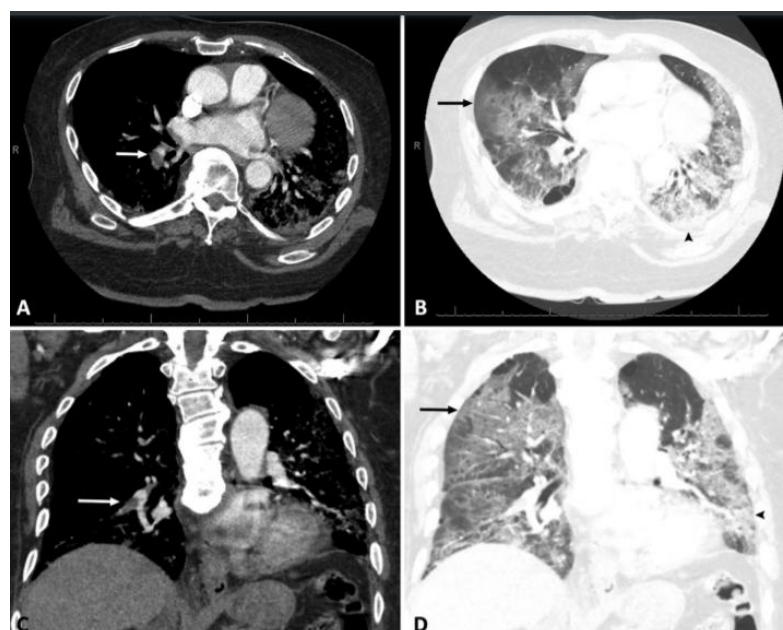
Angiotomografía de paciente con COVID-19 y presencia de tromboembolismo pulmonar (flechas).
